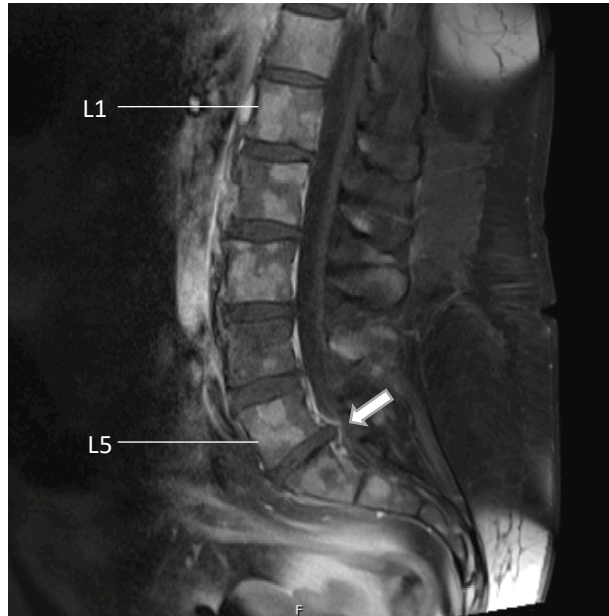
RM lombo-sagrada (09/2020) com múltiplas lesões ósseas difusas a nível dos corpos vertebrais, bem como abaulamentos discais de L1 a L4, protrusão discal em L4-L5 e hérnia discal volumosa em L5-S1 (seta branca).
